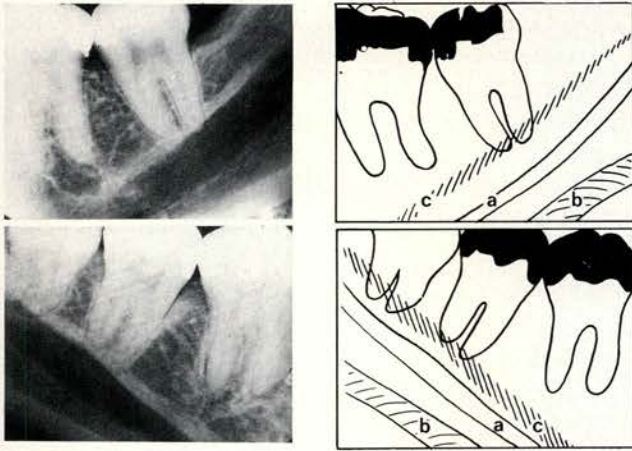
Vier röntgenopnamen van het horizontale deel van de mandibula op tandfilm type 2 (3 x 4 cm).
